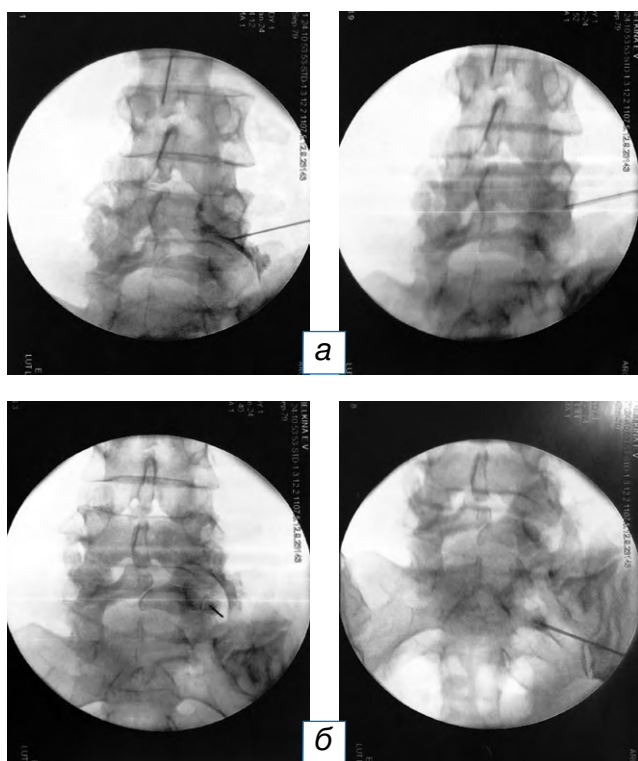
Интраоперационные рентгенограммы: электрод установлен на уровне дорзального ганглия и корешкового нерва в проекции фораминального отверстия L_{IV} – L_V справа с целью верификации корешка и правильного положения иглы; контрастирован йогексолом 300 корешок и проведена импульсная радиочастотная абляция (а); электрод установлен в проекции дугоотросчатого сустава L_{IV} – L_V и L_V – S_I справа в проекции нерва Люшка, иннервирующего фасеточный сустав, для проведения термической радиочастотной абляции (б) [16].
